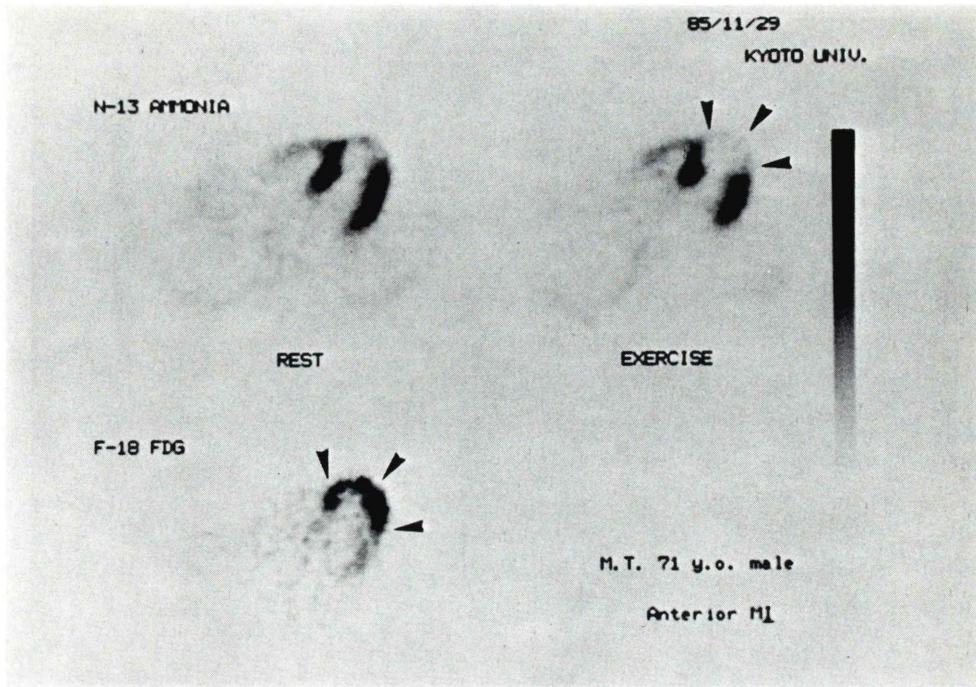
Myocardial PET scan of ^{13}N -ammonia and ^{18}F -FDG in a case with anterior myocardial infarction studied 8 weeks after the onset. Note the increased accumulation of FDG in the anterior wall corresponding to the area with stress induced ischemia (arrow heads).
